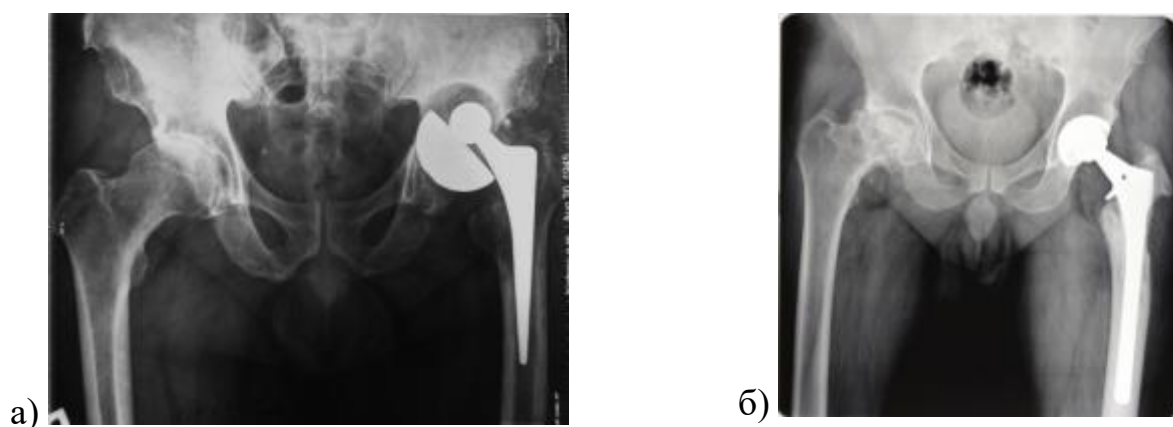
Предоперационные рентгенограммы пациентов с неравномерными типами костных дефектов: а) Дефект 3А ВВ и 2 БК по W. Paprosky, соответствующие дефекту А; б) Дефект типа 2А ВВ и 3В по W. Paprosky, соответствующие дефекту F.
